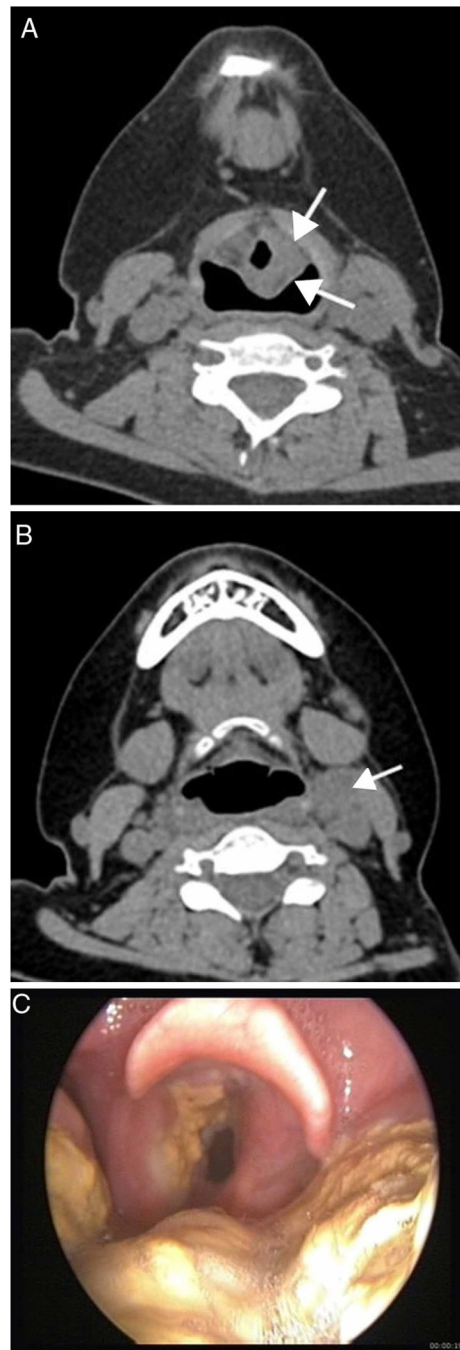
(A-C) Mulher de 23 anos com doença linfoproliferativa pós-transplante, monomórfica, tipo difusa de grandes células B. TC sem realce mostra massa (setas) (A) na prega ariepiglótica esquerda e linfadenopatia cervical esquerda (seta) (B). Imagem endoscópica (C) revela massa amarelada irregular que envolve a banda ventricular esquerda, prega ariepiglótica e base da língua.
